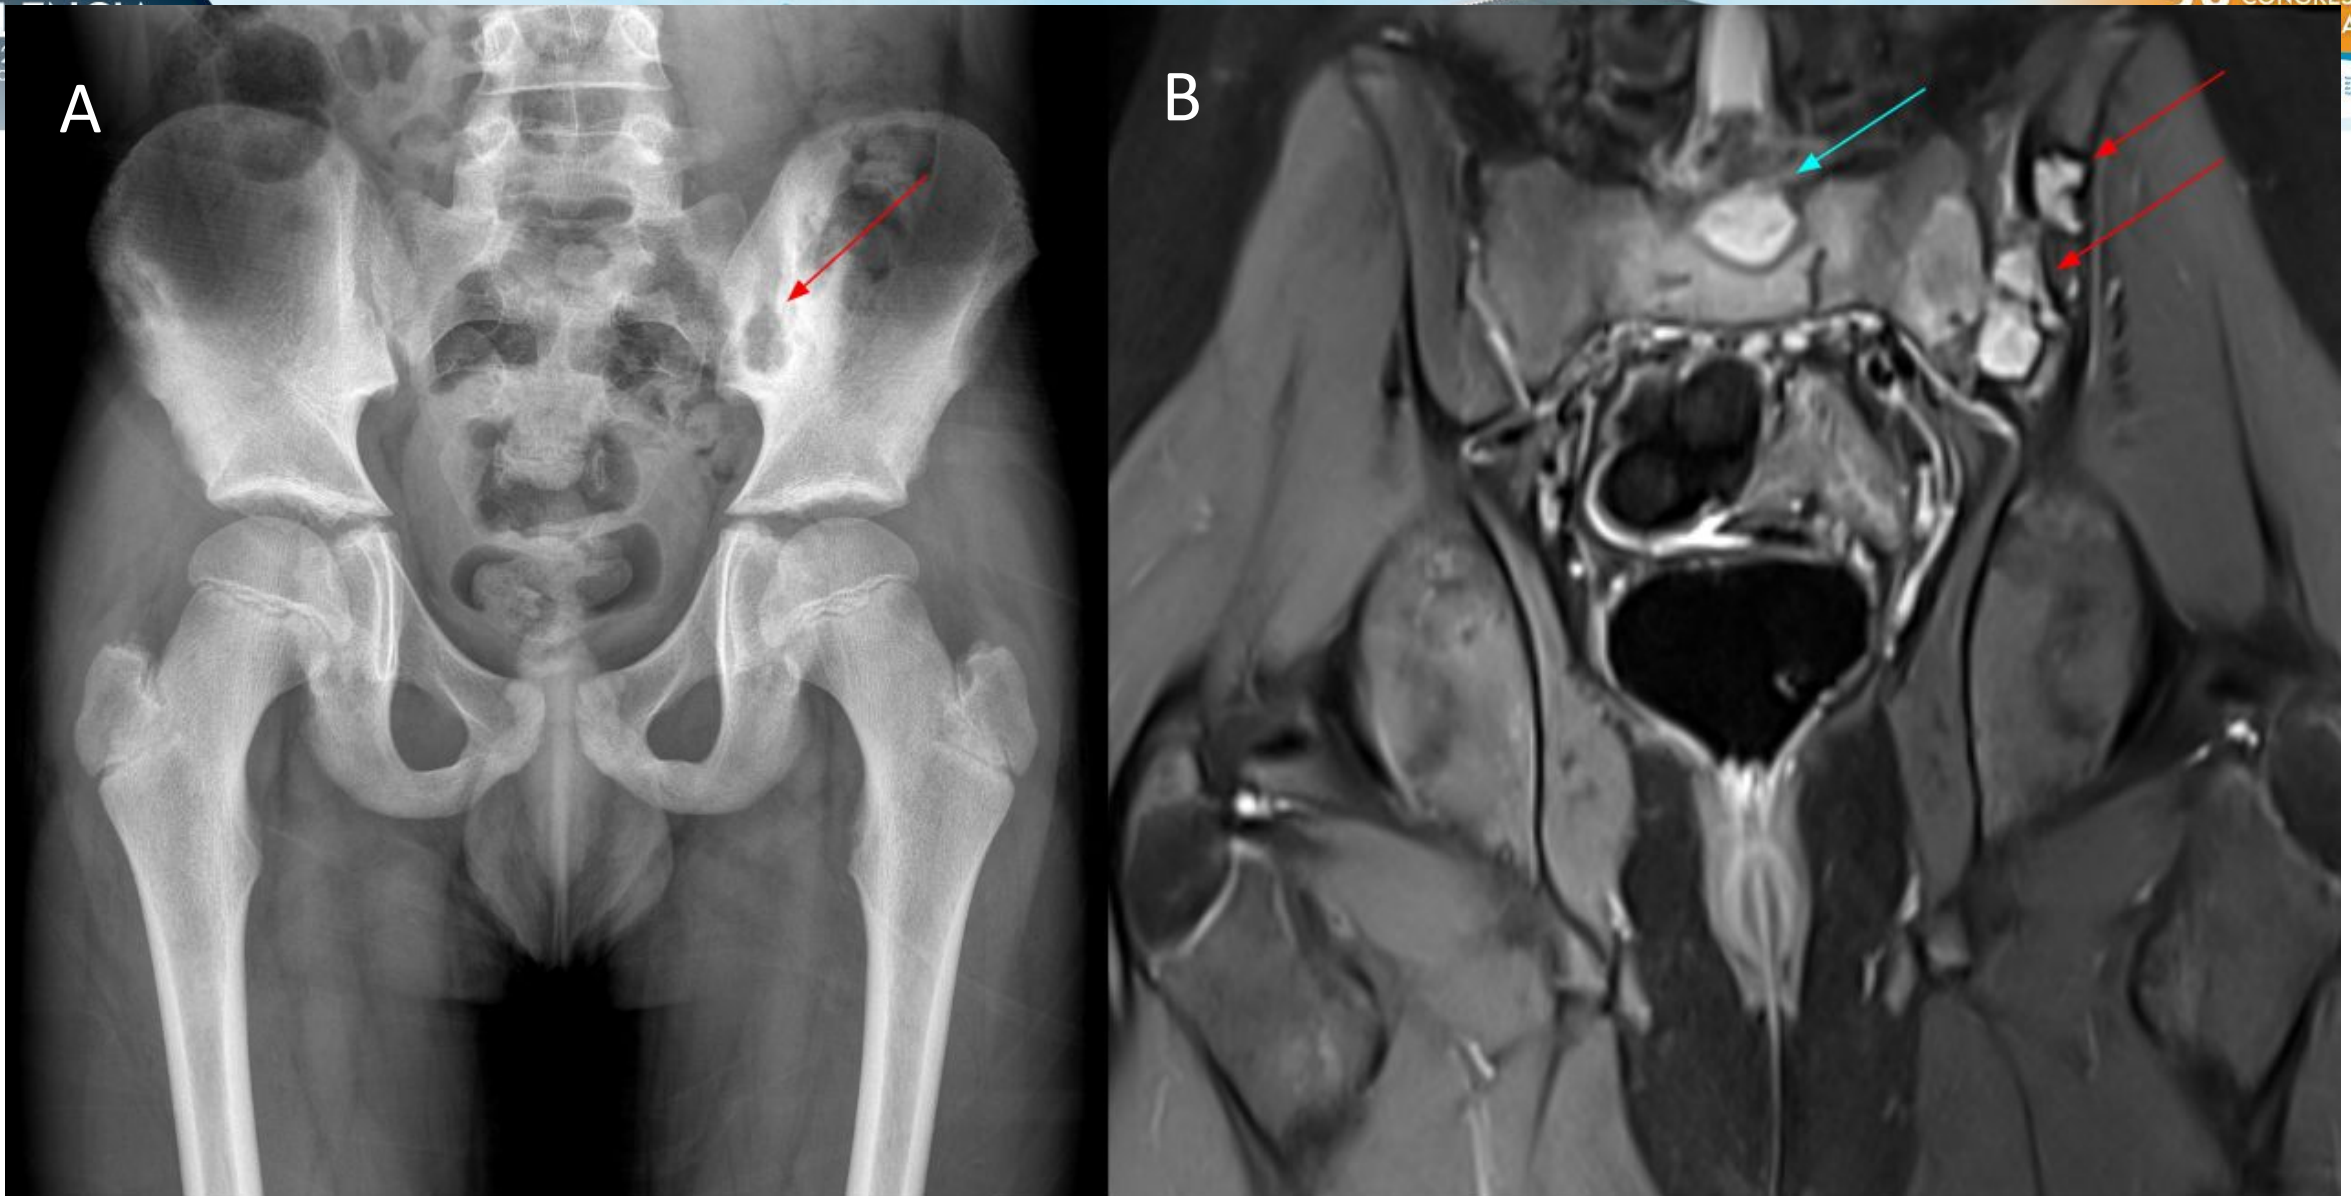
A) Radiografía simple de cadera en la que se observa una lesión lítica en el ala sacra izquierda (flecha). B) RM de cadera secuencia STIR del mismo paciente con lesiones hiperintensas en cuerpo de S1, ala sacra, articulación sacroilíaca e ilíaco izquierdos.
